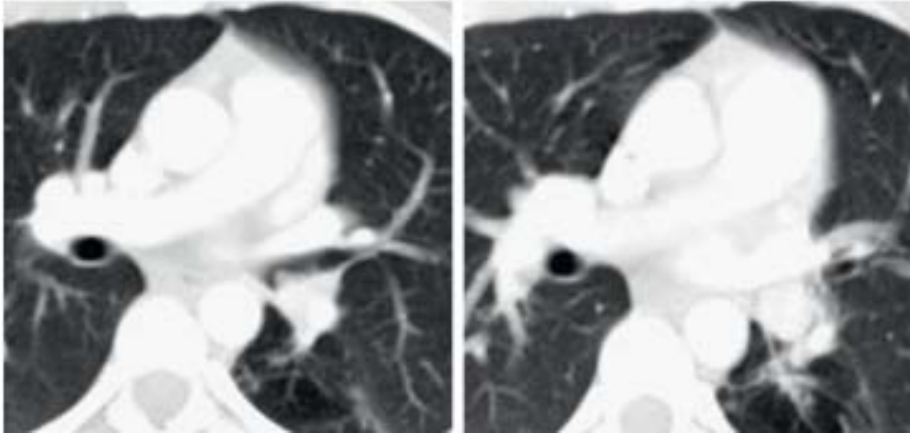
TDM thoracique axiale d'une femme de 32 ans souffrant d'une pneumonie récurrente montrant une obstruction complète de la bronche lobaire inférieure gauche<aspect en iceberg>
